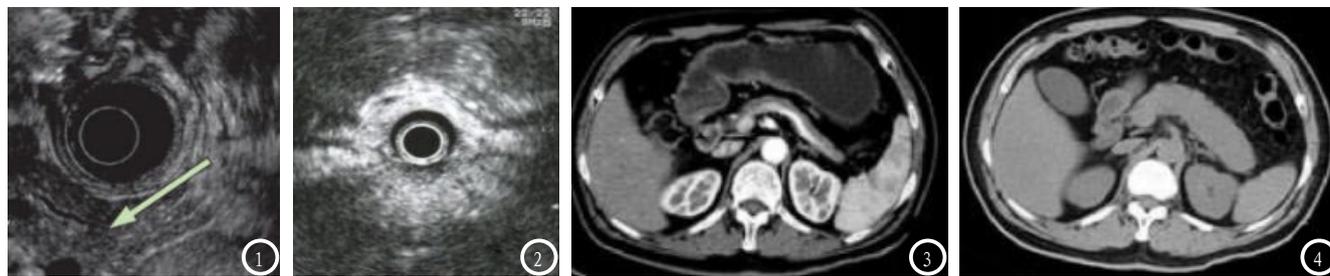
男, 58岁, 2期胰腺炎超声内镜图像, 胰头微创胰管扩张(箭头), 达峰显著, 胰腺组织血管呈均匀等增强。图2 女, 61岁, 3期胰腺炎超声内镜图像, 胰腺组织血管呈稀疏不均匀低增强。图3 男, 56岁, 2期胰腺炎CT图像; 图4 男, 60岁, 3期胰腺炎CT图像; 图4与图3相比, 胰腺轮廓模糊; 图4可见胰腺弥漫性肿大, 胰周不同程度积液、高密度积血, 图3可见胰腺局限性肿大, 胰周未见积液、积血。
